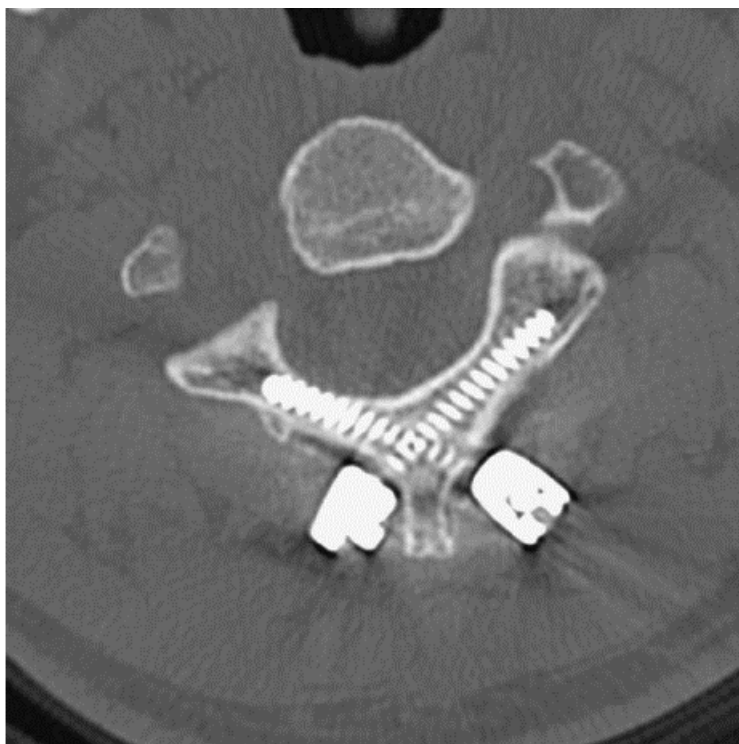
Axiales CT der C2-Lamina mit gekreuzten C2-Schrauben nach Wright (2004).
